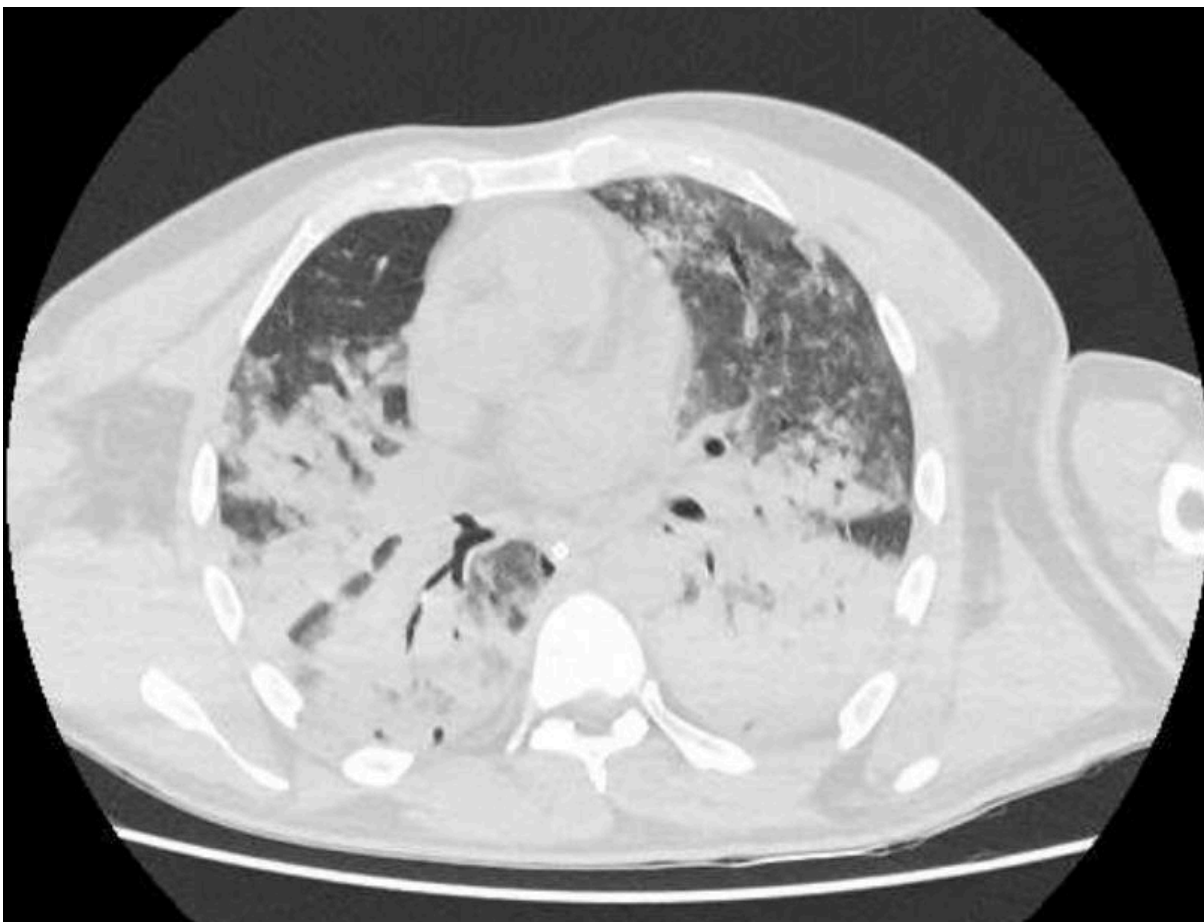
Tomografia computadorizada da admissão do paciente evidenciando extensas consolidações pulmonares bilaterais entremeadas a áreas em vidro fosco, sugerindo hemorragia alveolar.
